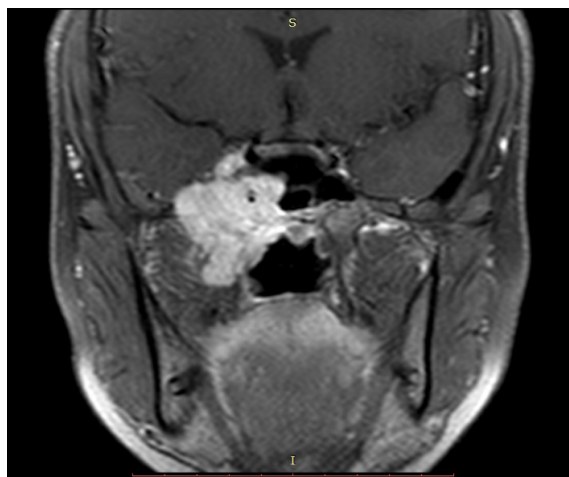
A. Imagen de la lesión por resonancia magnética contrastada en corte coronal. Masa residual que abarca fosa pterigomaxilar, fosa infratemporal, pared lateral de seno esfenoidal, que limita carótida interna paraclival
